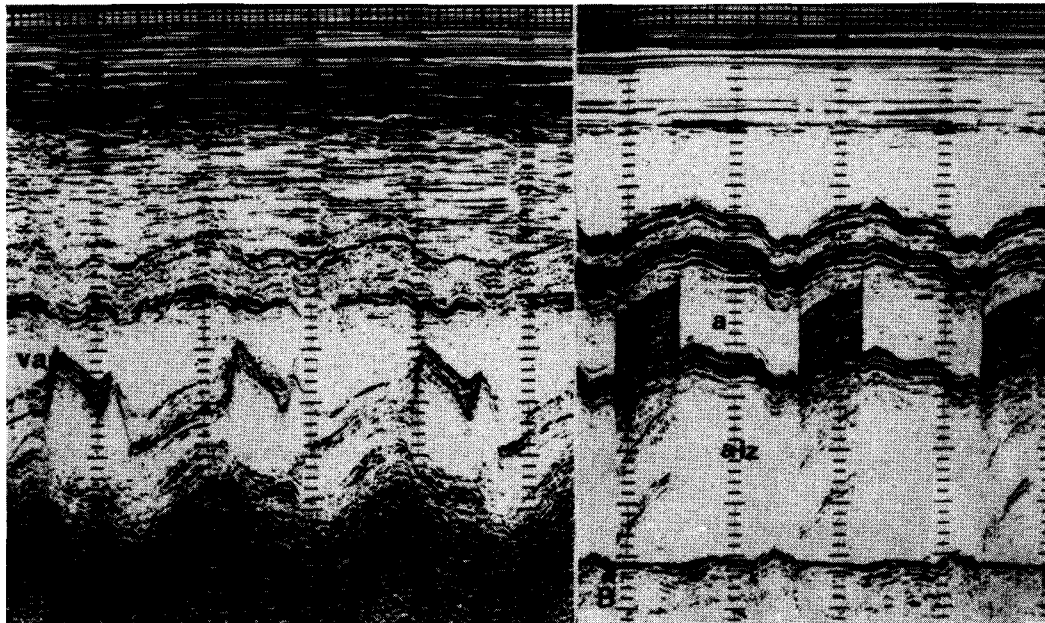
Ecocardiograma del caso 11. va: valva anterior de la mitral. a: Prótesis aórtica. aiz: Aurícula izquierda.
